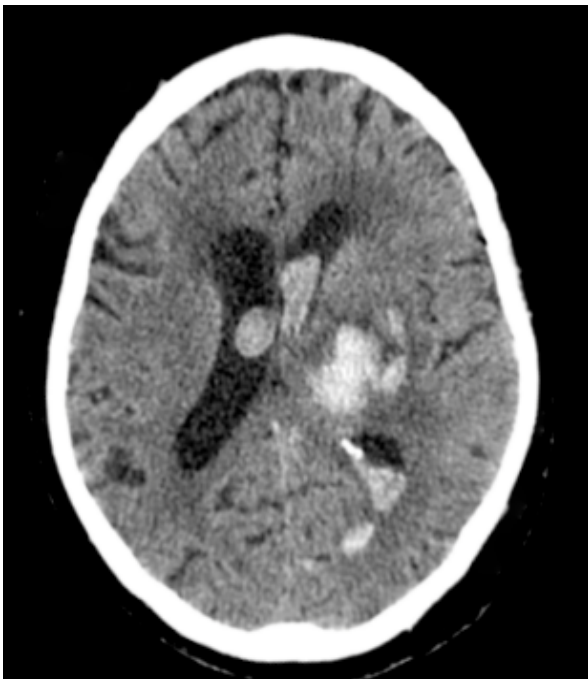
Компьютерная томография (КТ). КТ-симптом «островка» у пациента с первичным внутримозговым кровоизлиянием с распространением на желудочковую систему
